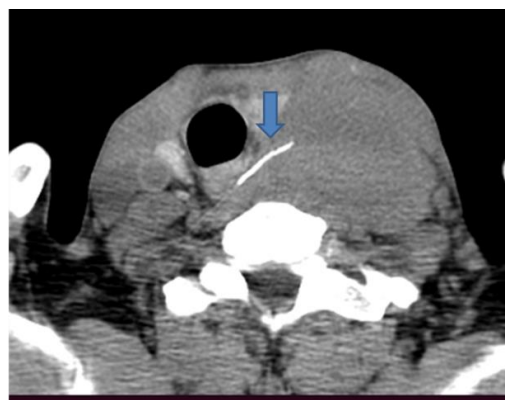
TDM cervicale sans injection de PDC avec reconstruction axiale: Crête de poisson (flèche) en regard d'une hypodensité arrondie exerçant un effet de masse sur la trachée
